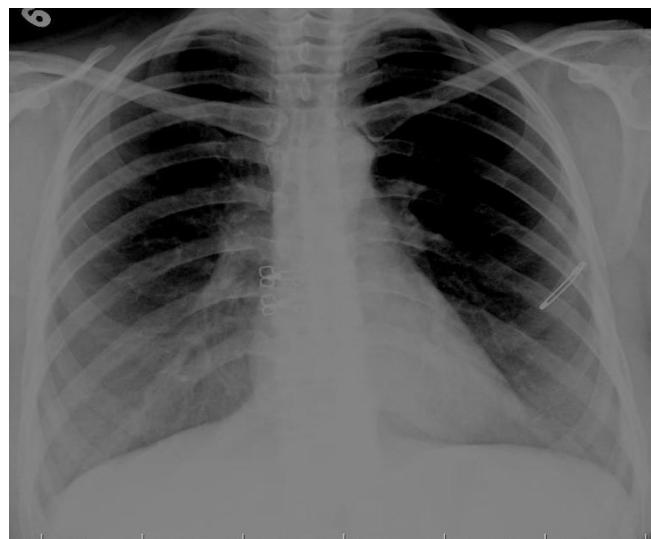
İlk olgunun tedavinin dördüncü günü akciğer grafisi.
